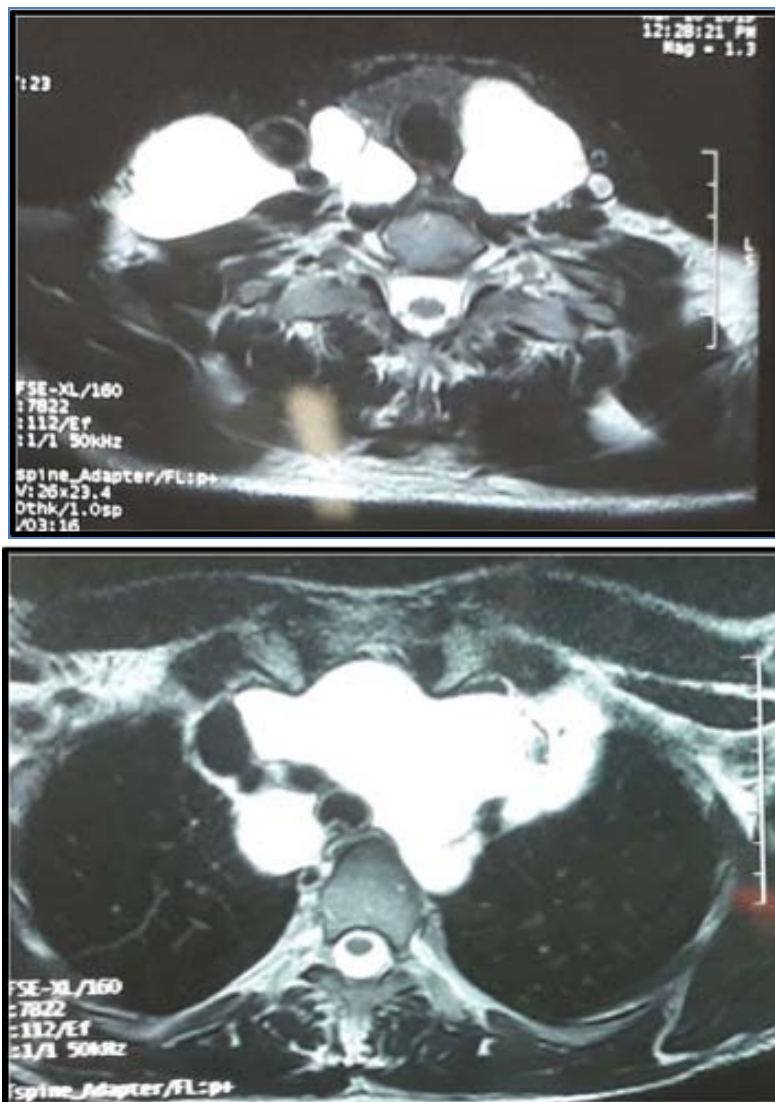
IRM cervico-thoracique en coupe axiale qui présente une masse kystique refoulant les structures de voisinage sans infiltration (Lymphangiome kystique). A : Coupe cervical ; B : Coupe médiastinal[Service de chirurgie thoracique du CHU Mohamed VI de Marrakech]
